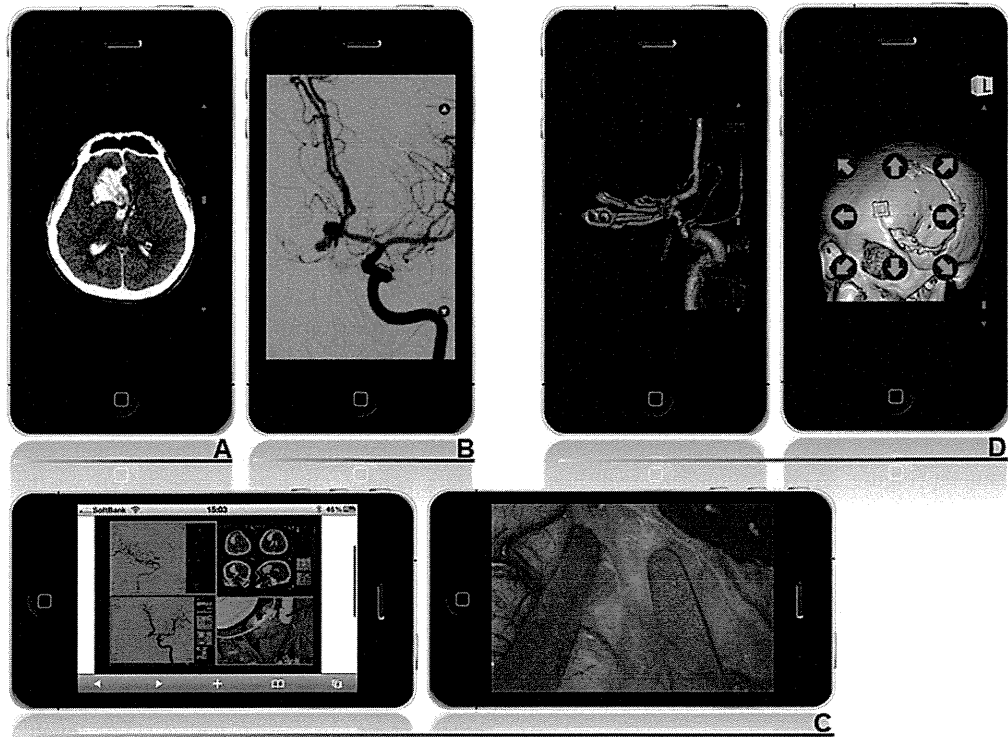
Basic imaging abilities on mobile device. A, Admission CT; (B) digital subtraction angiography; (C) real-time monitoring of the procedure by consulting expert and “real-time” surgical field in display to the expert. Postoperative images: (D) digital subtraction angiography and 3-dimensional CT bone reconstruction.
